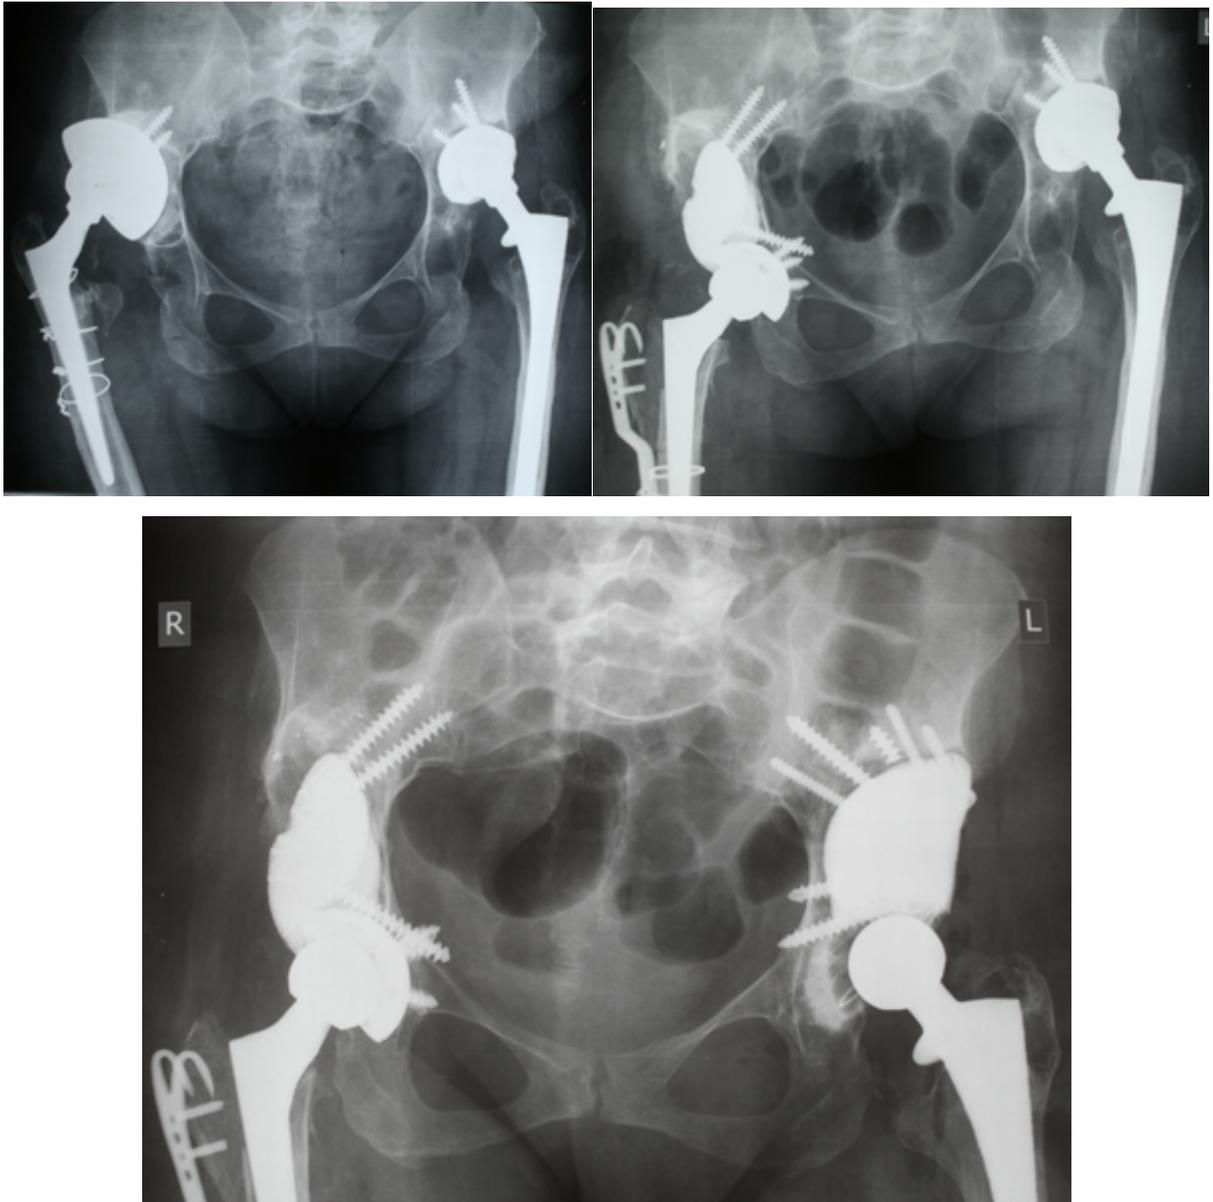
Рентгенограммы таза и тазобедренных суставов пациентки 51 года с двухсторонним высоким вывихом (типа C1 по по Hartofilakidis): а) оперирована слева 4 года назад расшатывание вертлужного компонента и фиксация на всем протяжении полнопокрытого бедренного компонента, справа два года назад выполнена ревизия вертлужного компонента (до этого расшатывание чашки произошло за три года) – вновь выбрана имплантация в область ложной впадины, в бедренном канале хорошо фиксированная ножка Wagner Cone; б) первым этапом выполнена повторная ревизия правого ТБС – расширенная вертельная остеотомия, удаление обоих компонентов, имплантация индивидуального аугмента с вертлужным компонентом и ножки Wagner Cone большего размера с рефиксацией большого вертела вильчатой пластиной; в) вторым этапом выполнена ревизия левого ТБС с сохранением ножки эндопротеза и имплантацией индивидуального аугмента с цементной фиксацией полиэтиленовой чашки
